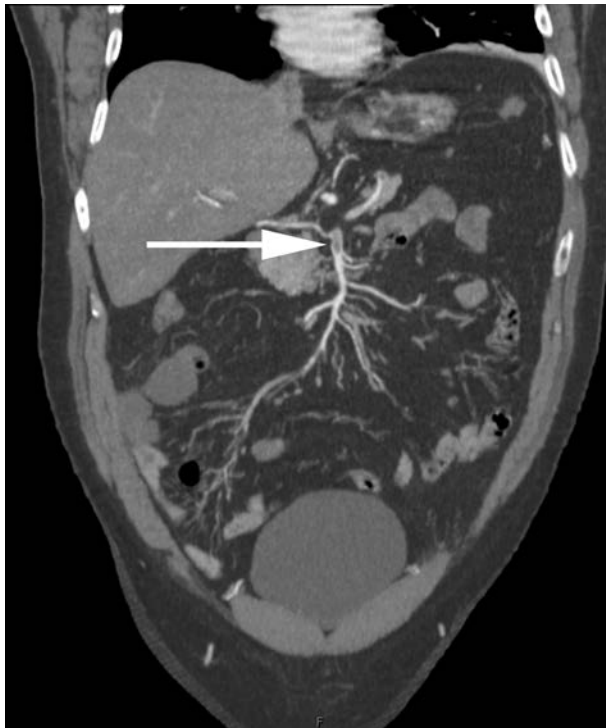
МСКТ-ангиография больного Х. Тромб верхнебрыжеечной артерии (указан стрелкой). Вид спереди.
